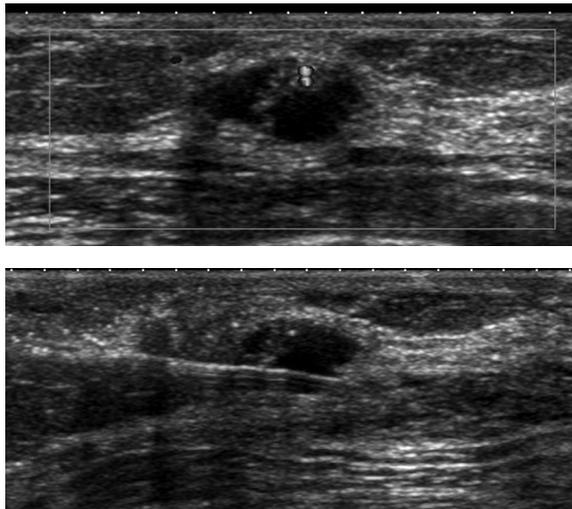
64 ans, découverte mammographique d'une masse ovale de 1 cm ACR 3. A : Échographie : masse liquidienne de 1 cm avec portion charnue vascularisée de 4 mm. B : Macrobiopsie sous échographie : exérèse totale de la masse. Pose de clip. Carcinome intracanalair.
